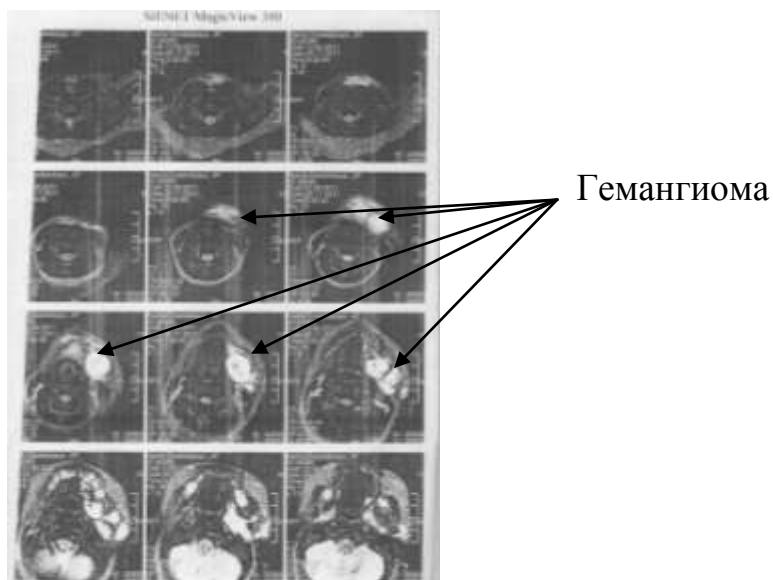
Данные МРТ головного мозга и шеи до приема анаприлина.
